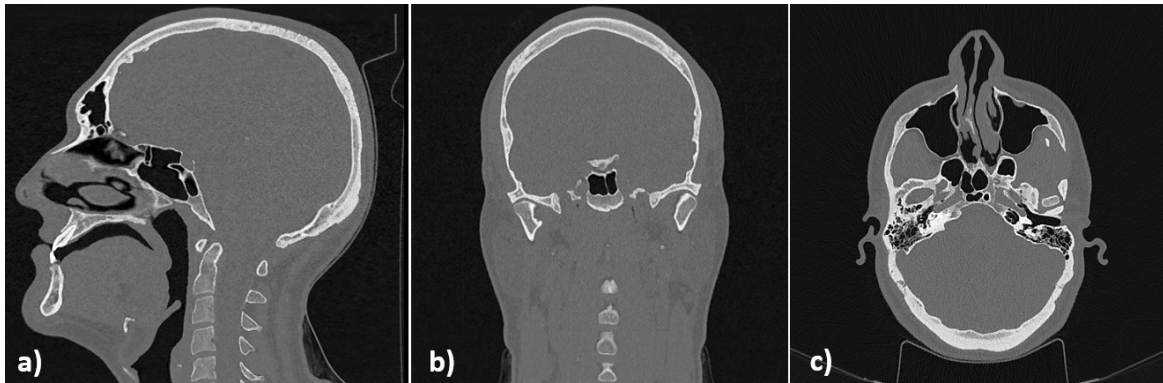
Scanner (ou CT-scan) de la région tête et cou d'un sujet, vu en coupe sagittale (a), coronale (b) et transversale (c).
